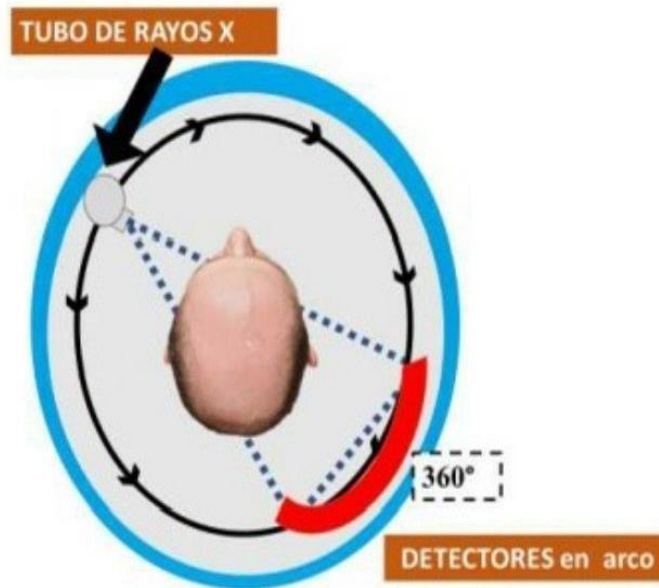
Funcionamiento Tomografía de tercera generación.
